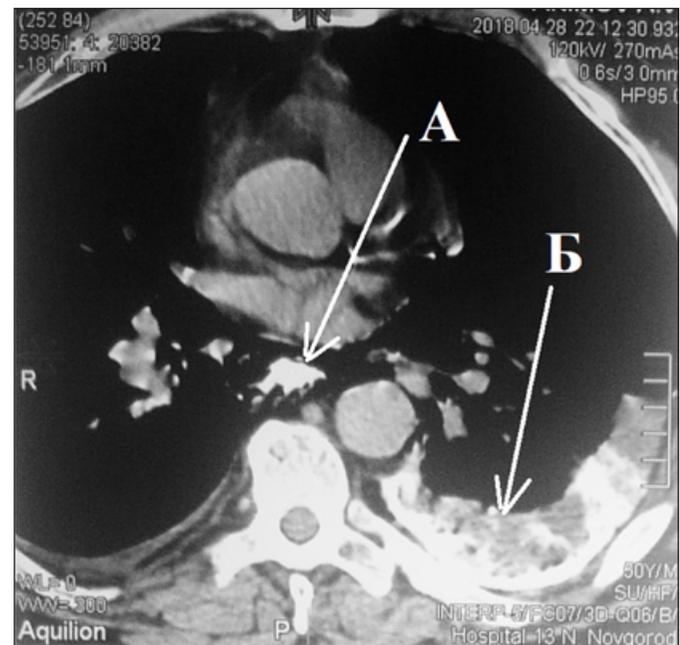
КТ с пероральным контрастированием: А - контрастированный пищевод; Б - распространение контраста за пределы пищевода в левую плевральную полость
